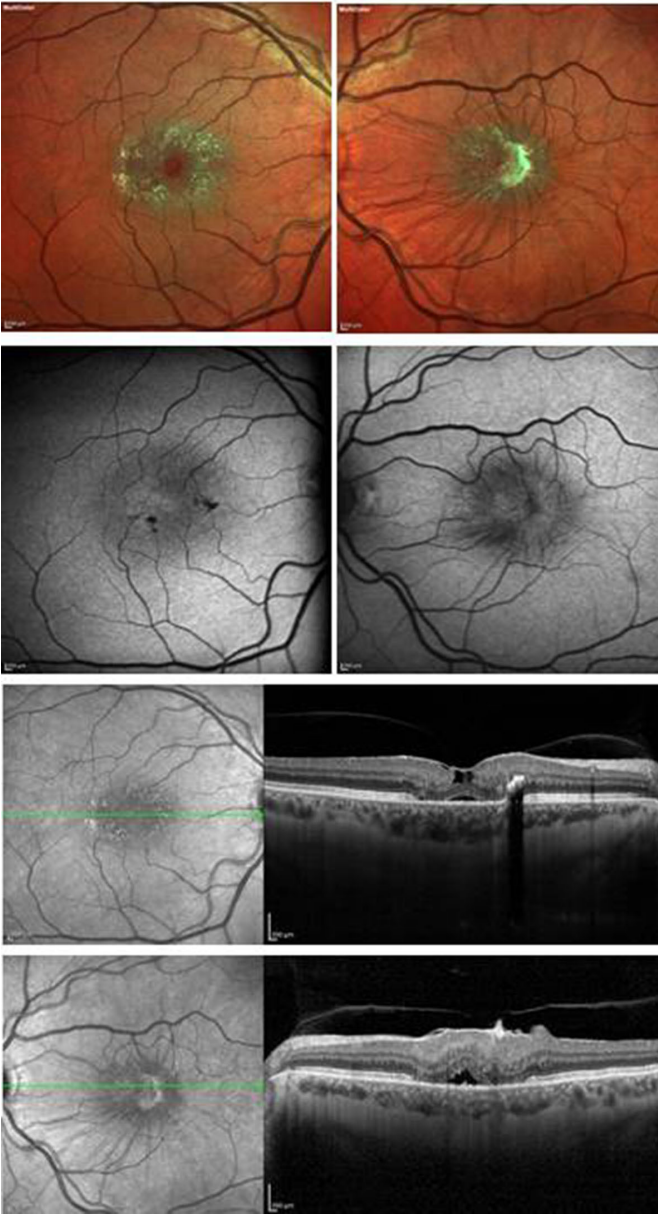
MacTel 2 tanısı konulan hastada optik koherens tomografi görüntülerinde bilateral iç retina tabakasında kistik boşluklara eşlik eden dış retina hasarı izleniyor.
